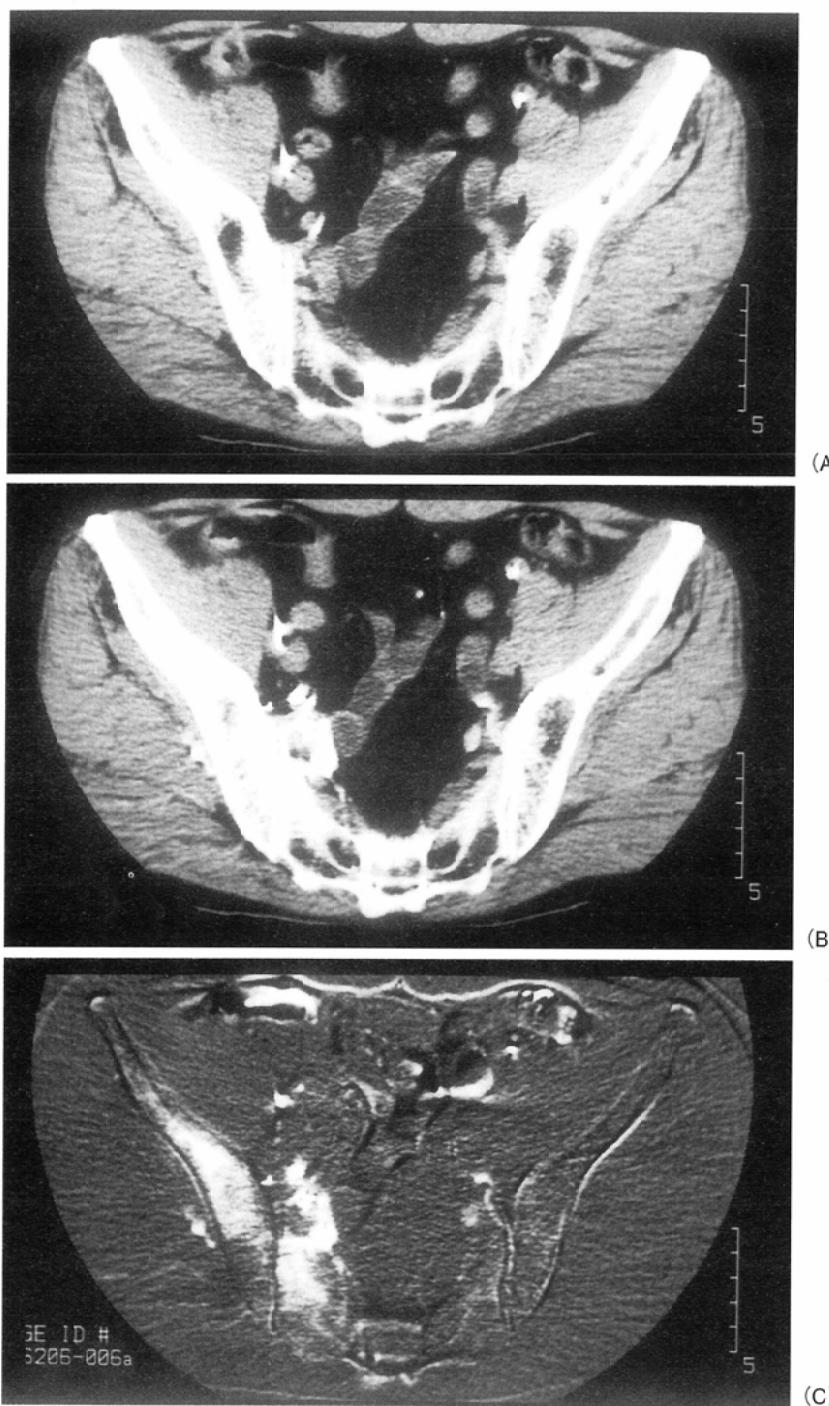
A 63-year old male with urinary bladder cancer. Non-contrast CT(A), contrast CT(B), and S-CTLA(C) at the level of iliac wing. Although the enhancement of right iliac wing and right side of sacral bone is difficult to be pointed out without a subtraction technique, S-CTLA reveals it clearly.
